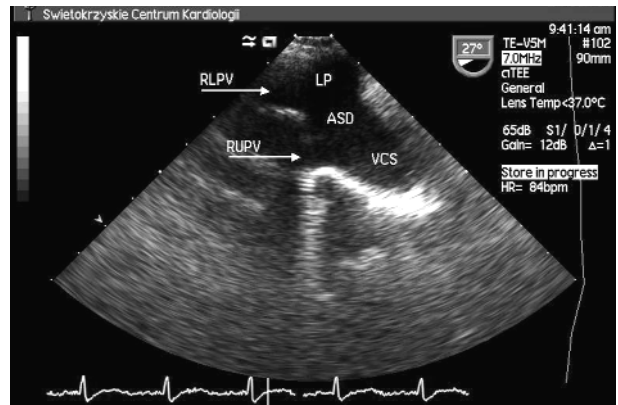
Ubytek przegrody międzyprzedsionkowej typu *sinus venosus*. Badanie echokardiograficzne przezprzetykowe w płaszczyźnie podłużnej z zastosowaniem kolorowego doplera ujawnia ubytek typu żyły głównej górnej
